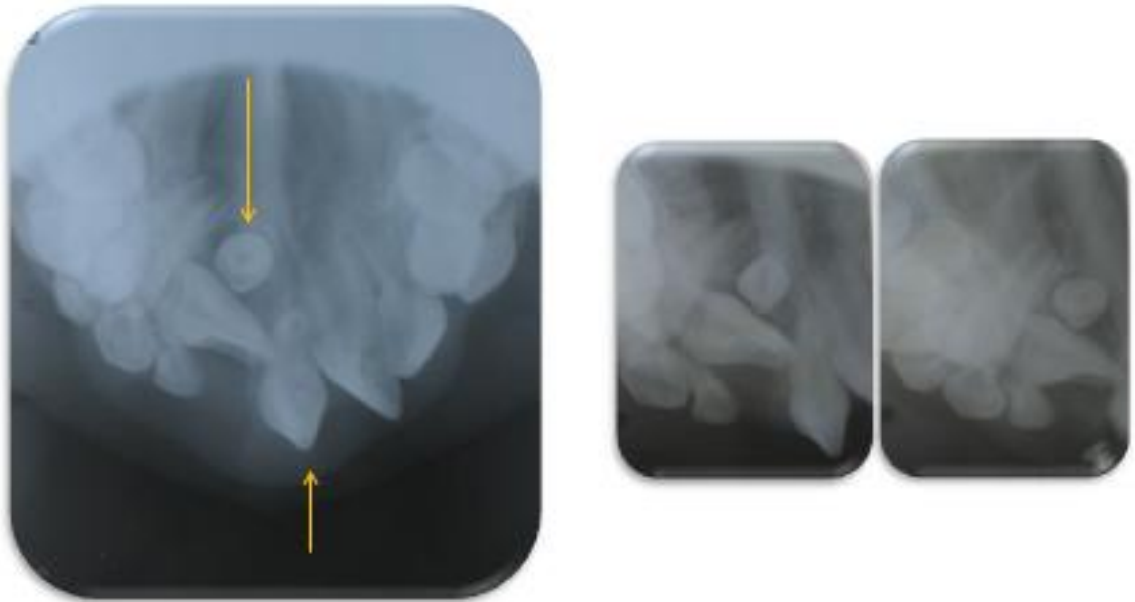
Radiografía oclusal superior, radiografías periapicales zona de incisivos centrales superiores.
